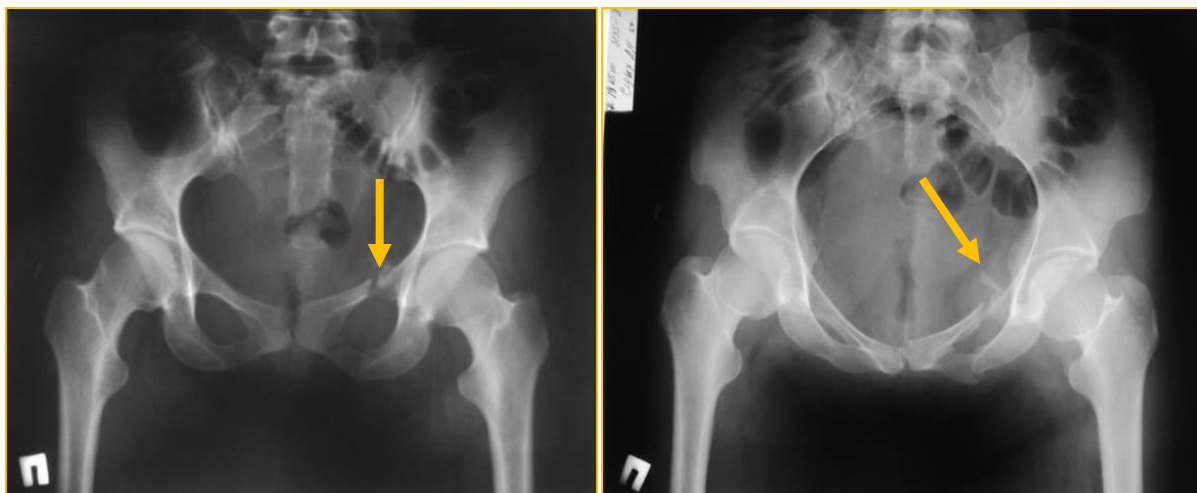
Рентгенограммы таза больная С.32г (и/б № 2203). Полифокальное повреждение тазового кольца. Оскольчатый перелом лонной и седалищной костей с обеих сторон. Перелом боковых масс крестца справа.
